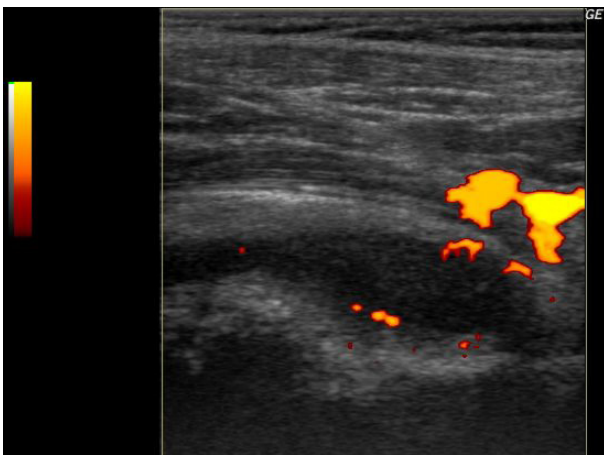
Εγκάρσια τομή του τένοντα του δικεφάλου ο οποίος είναι διογκωμένος και υποηχογενής, στο ύψος της αύλακος μεταξύ των βραχιονίων ογκωμάτων. Με το έγχρωμο Doppler (α) αλλά και το ευαίσθητο Doppler ισχύος (β) απεικονίζεται υπεραϊμία στα έλυτρα του τένοντα.
